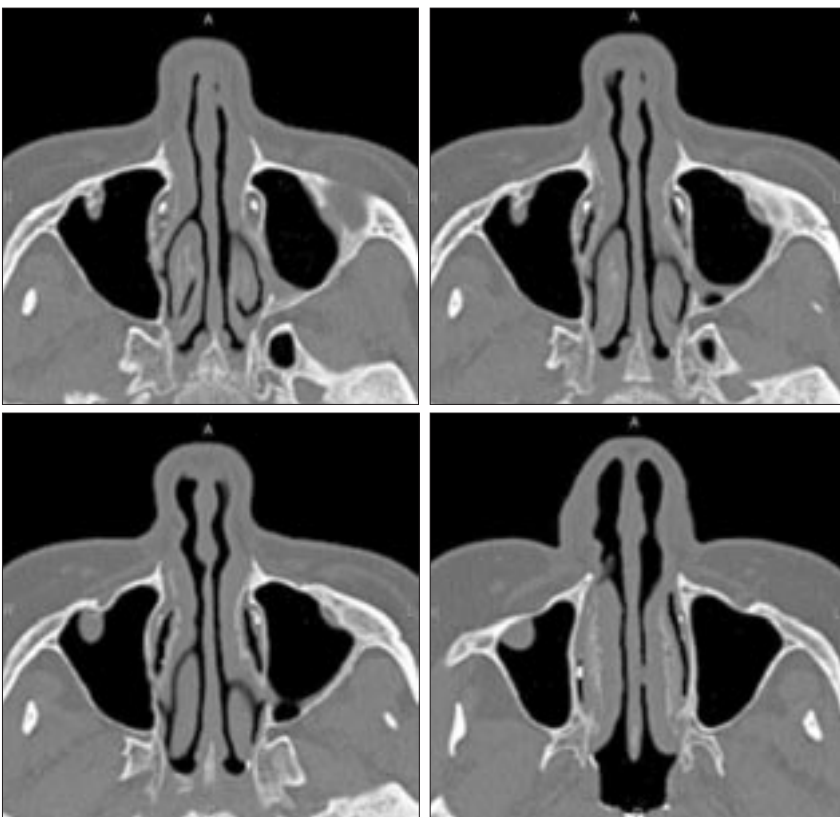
МСКТ слезоотводящих путей с контрастированием, последовательные аксиальные срезы на уровне дистального отдела носослезных протоков, II тип строения устья правого носослезного протока
